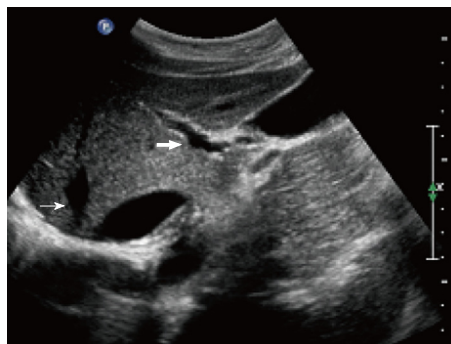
超声肋间切面a和b. 粗箭头代表门静脉, 细箭头代表肝静脉; 门静脉以上部分为SV, 门静脉与肝静脉之间部分为SVIII, 肝静脉以下部分为SVII.
